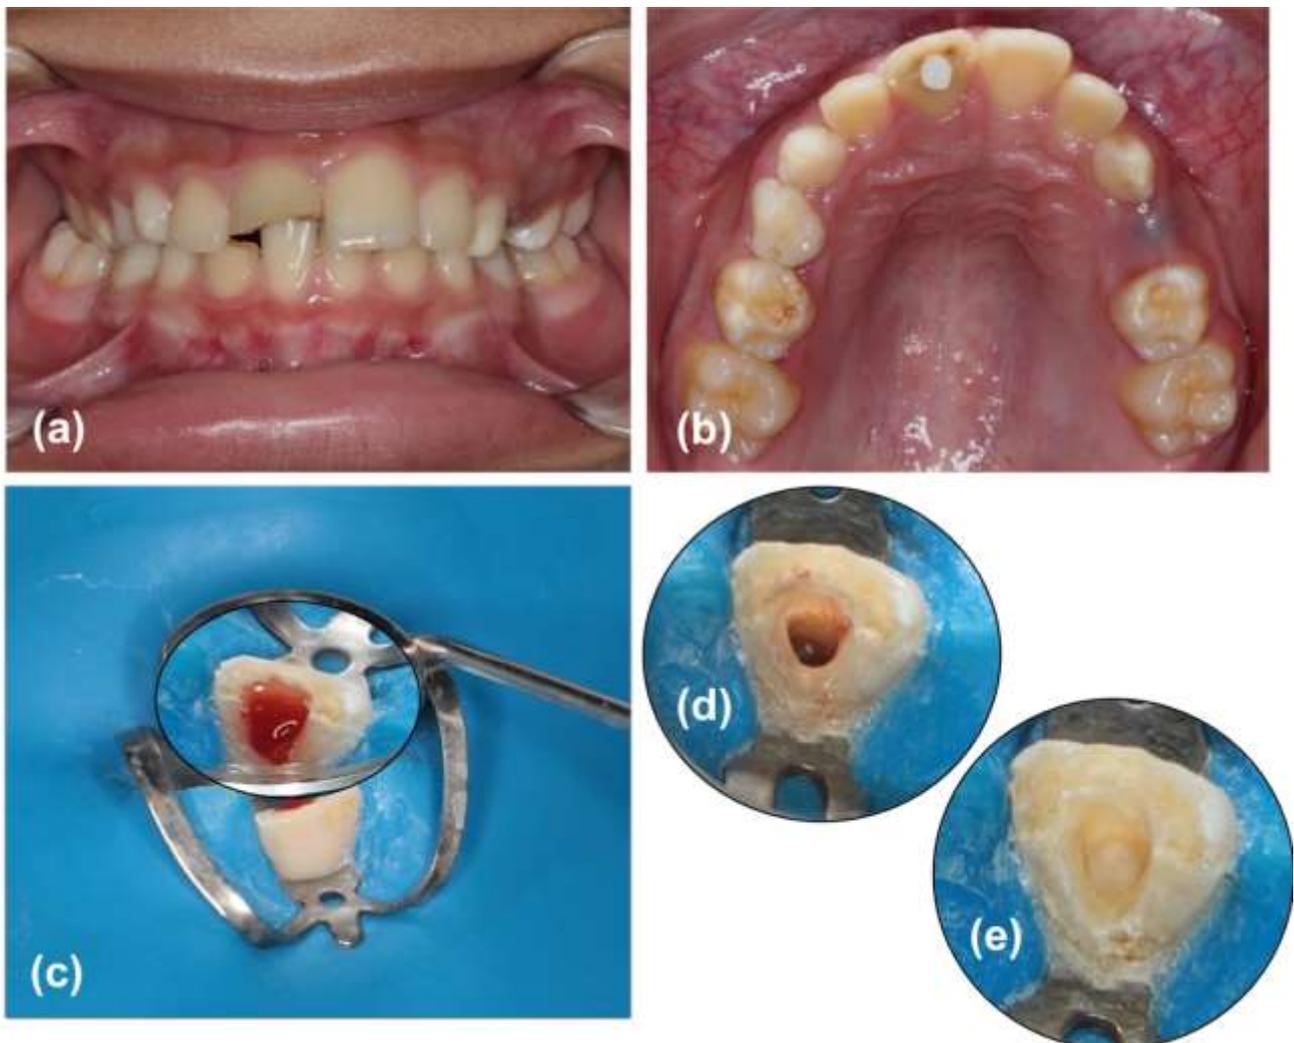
Exame intra-bucal: (a) Vista frontal mostrando fratura coronária complicada em esmalte e dentina dos dentes 11 e 42. Alteração cromática do dente 11. (b) Vista oclusal mostrando o prévio acesso endodôntico no dente 11. (c) Estímulo da região periapical e preenchimento do canal radicular com sangue. Destaque no espelho para o volume e a coloração do sangue. (d) Coágulo sanguíneo mantido na região cervical. (e) *Plug* cervical de MTA.
